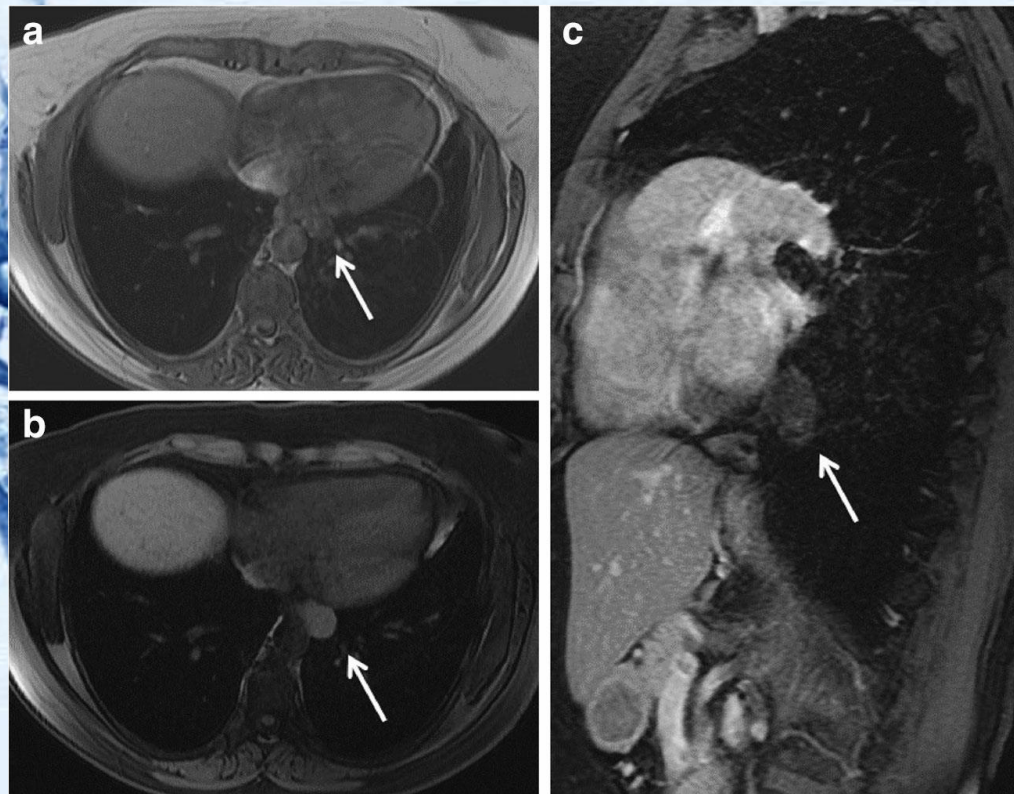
a: MRI轴位T1加权低信号（箭头所示）。b: MRI由于蛋白质含量升高，脂肪抑制破坏的GRE T1加权图像上的信号强度轻度增加（箭头所示）。c: MRI矢状位造影后脂肪抑制T1加权像上间隔或内容物未见明显增强（箭头所示）。
